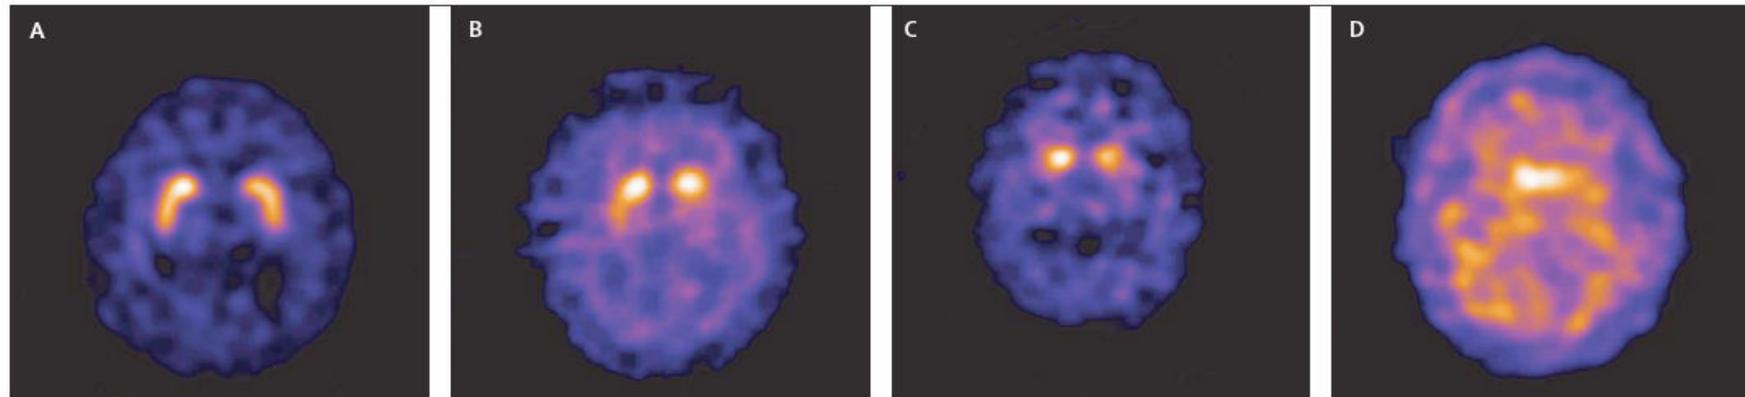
Normal and abnormal ¹²³I-FP-CIT SPECT images
